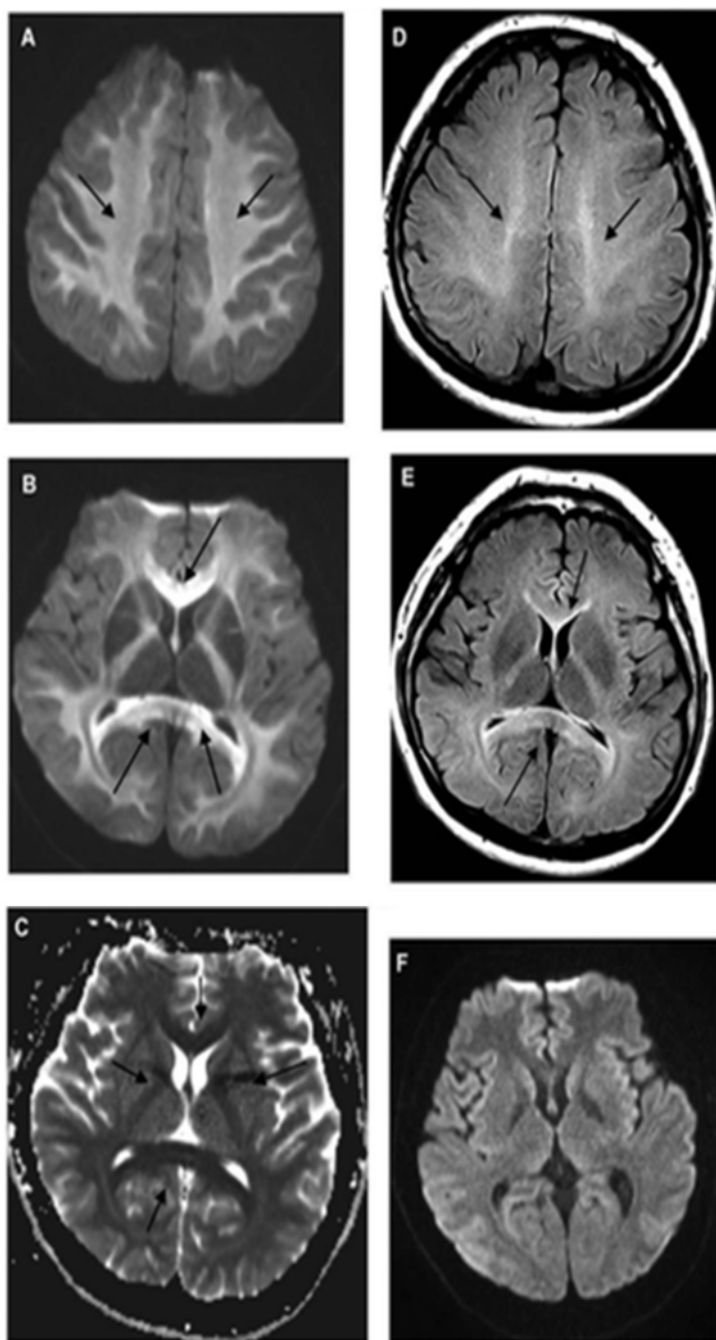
Ressonância Magnética: as imagens apresentam um padrão de lesões simétricas revelado por um hipersinal da substância branca (regiões brilhantes), característico da patologia em estudo e que revela alterações metabólicas por exposição a uma substância neurotóxica (Chih-Ming, L.; Chi-Kuang, L., *et al.*, 2014).
